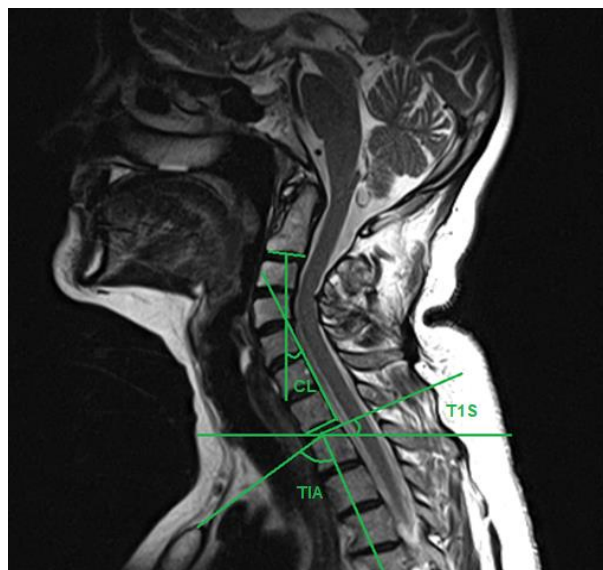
Пациент Б., 66 лет. МРТ шейного отдела позвоночного столба: сагиттальный срединный срез (T1 режим)
